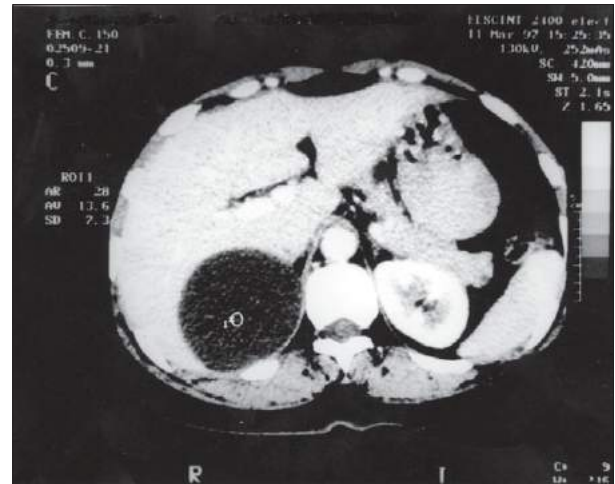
Cisto da supra-renal direita de aproximadamente 10cm — tomografia.
